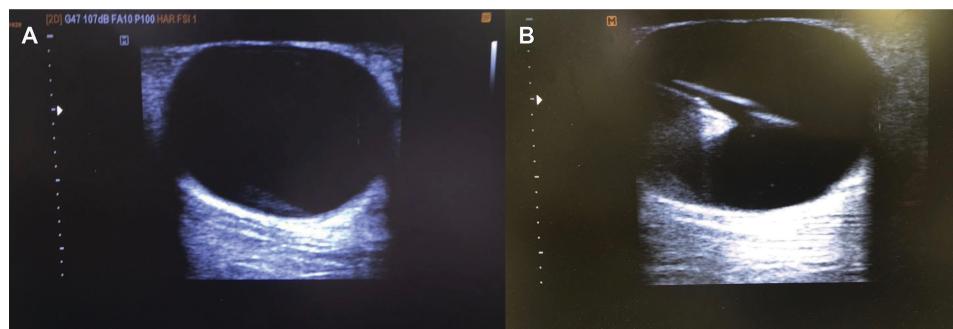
Images from Case 2: lymphocele after varicose vein surgery. Doppler ultrasonography showing liquid content with no flow, diagnosing lymphocele (A). Drainage of approximately 140 ml of the content (liquid, with serous appearance) by ultrasound-guided puncture, followed by injection of 10 ml of polidocanol 1% and room air at a proportion of 1:4 (B).
